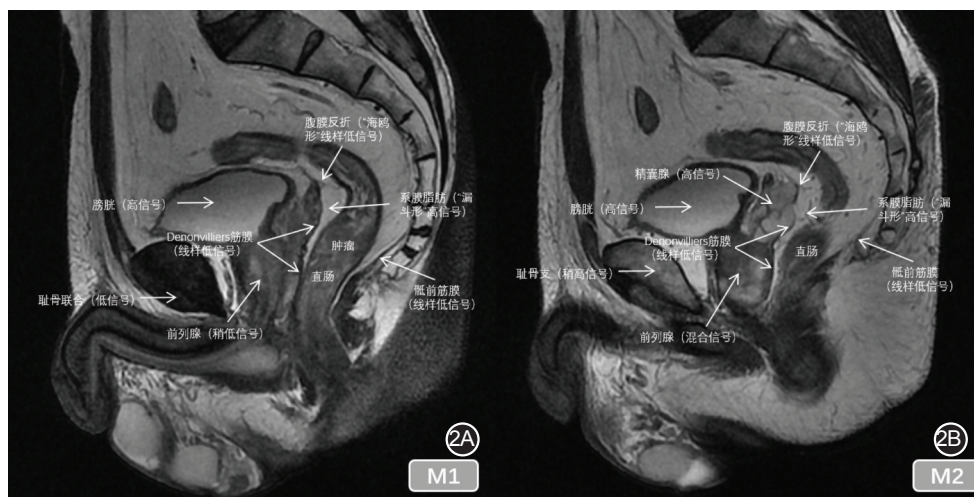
一男性患者的高分辨MRI(矢状位T2WI)序列成像中Denonvilliers筋膜表现为延续自腹膜反射的线性低信号影,覆盖于“漏斗状”的直肠系膜高信号影前方 2A.矢状位正中截面;2B.矢状位侧方截面
